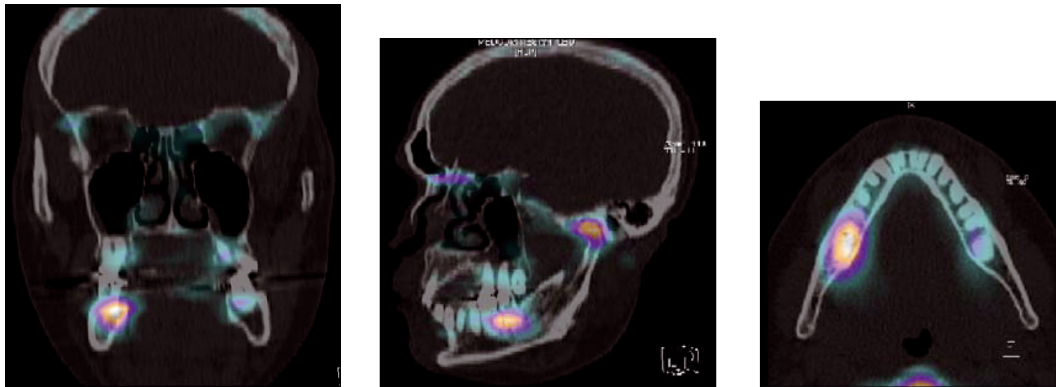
Coupes coronale, sagittale et axiale du couplage TEP/TDM chez le même patient que celui des Figs. 7 et 8. Remarquer la fixation sur la ligne mylo-hyoïdienne droite (ostéonécrose), sur le condyle (zone articulaire correspondant à un site de remodelage intense) et les cellules ethmoïdales (image normale).
